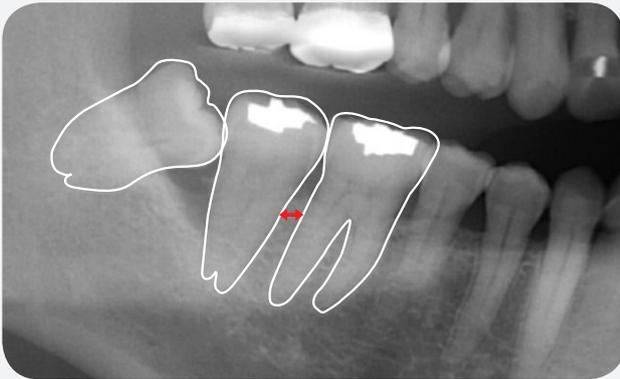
X線写真でインスツルメントのアクセスの難易度を判断する。
